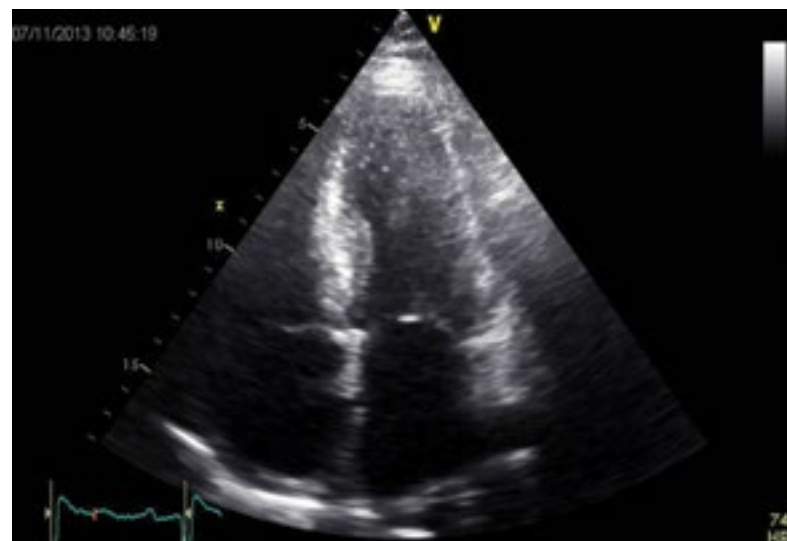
Ecocardiografie transtoracică, apical 4 camere, la un pacient cu amiloidoză cardiacă și CMR: dilatare biatrială
